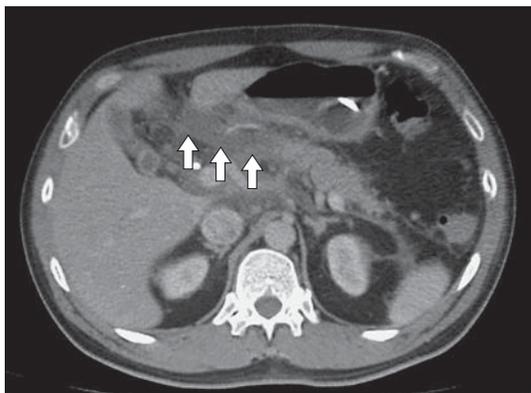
Компьютерная томограмма. Острый деструктивный панкреатит, разобщение ППЖ. Состояние до проведения эндоскопического транспапиллярного стентирования (стрелками указана зона некроза и инфильтрата).
